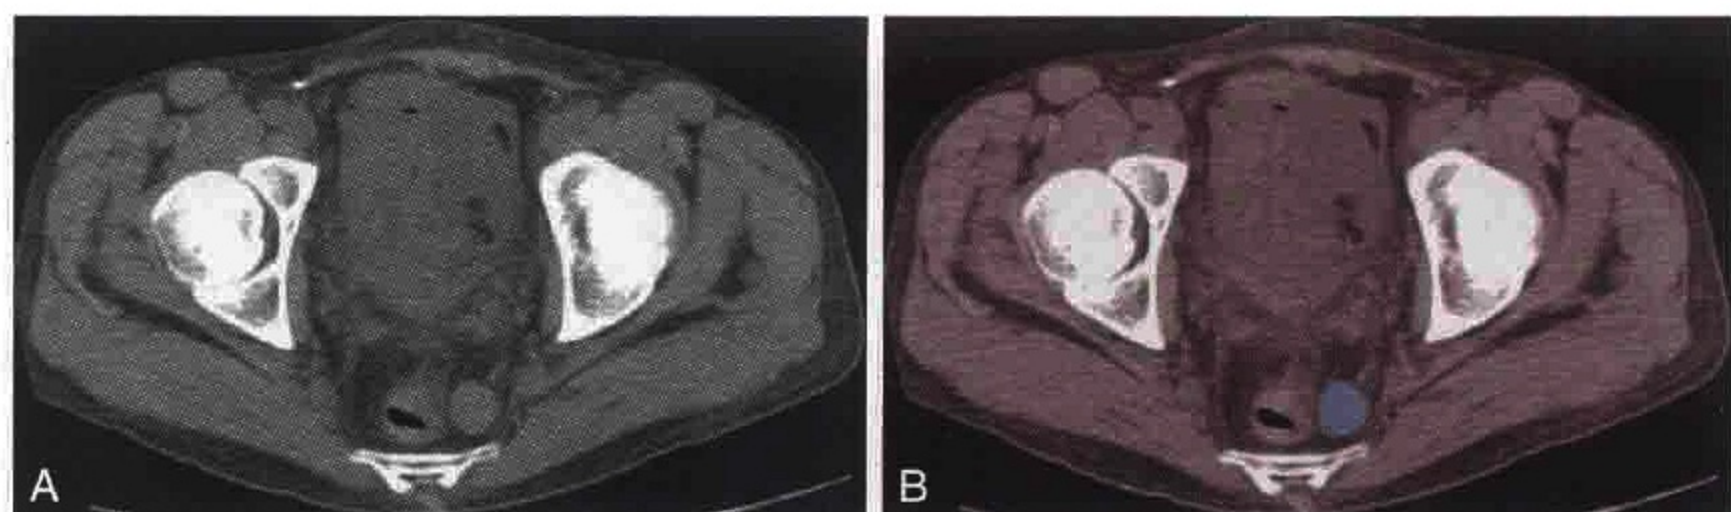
横轴位 CT 扫描显示原发性直肠癌患出现直肠周围淋巴结转移 (蓝色)
